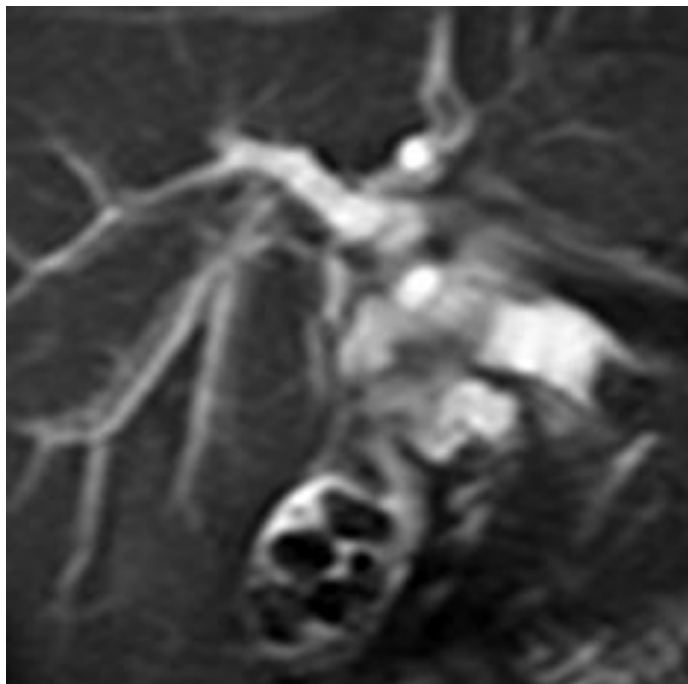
Colangiorresonancia magnética, turbo spin echo T2 coronal, donde se observan múltiples ausencias de señal en el interior de la vesícula biliar y dilatación de los conductos hepático común, cístico y colédoco.
